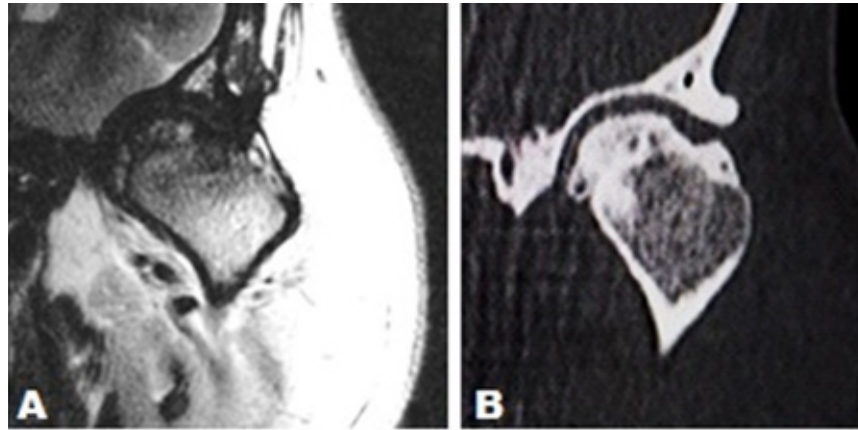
Ambas imágenes en plano coronal, boca cerrada mostrando en (A) la RM en secuencia de pulso T2, disco articular ligeramente hacia medial y en la imagen (B) se observa imagen de TC que deja en evidencia el espacio articular reducido, pero sin compromiso de la fosa mandibular ipsilateral.
